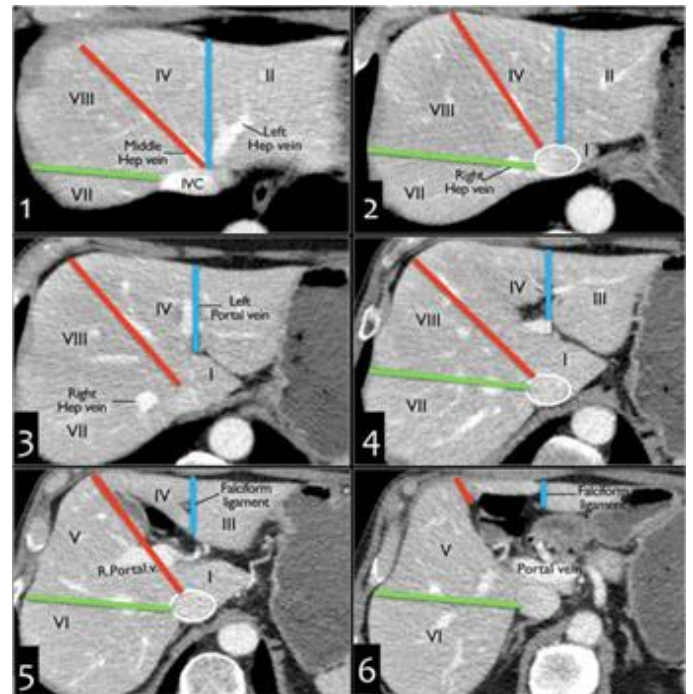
Tomografía abdominopélvica en fase venosa y plano axial, identificando los diferentes segmentos hepáticos según Couinaud, tomando como referencia el sistema venoso portal y sistémico. (Imagen de Radiology Assistant por Robin Smithuis y Eduard E. de Lange).
